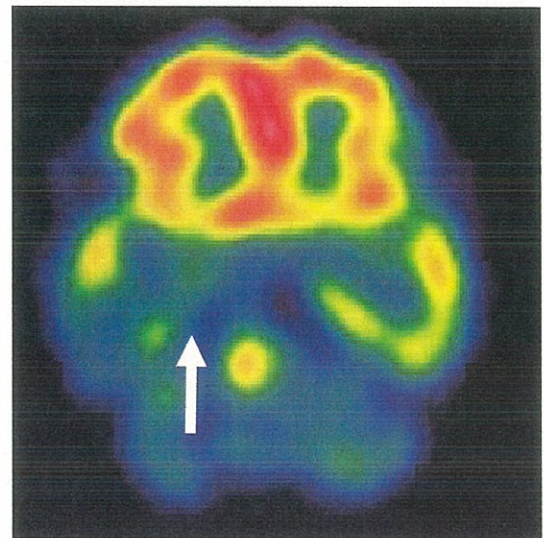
SPECT、右側頭葉内側に血流低下域が認められる(矢印)。
